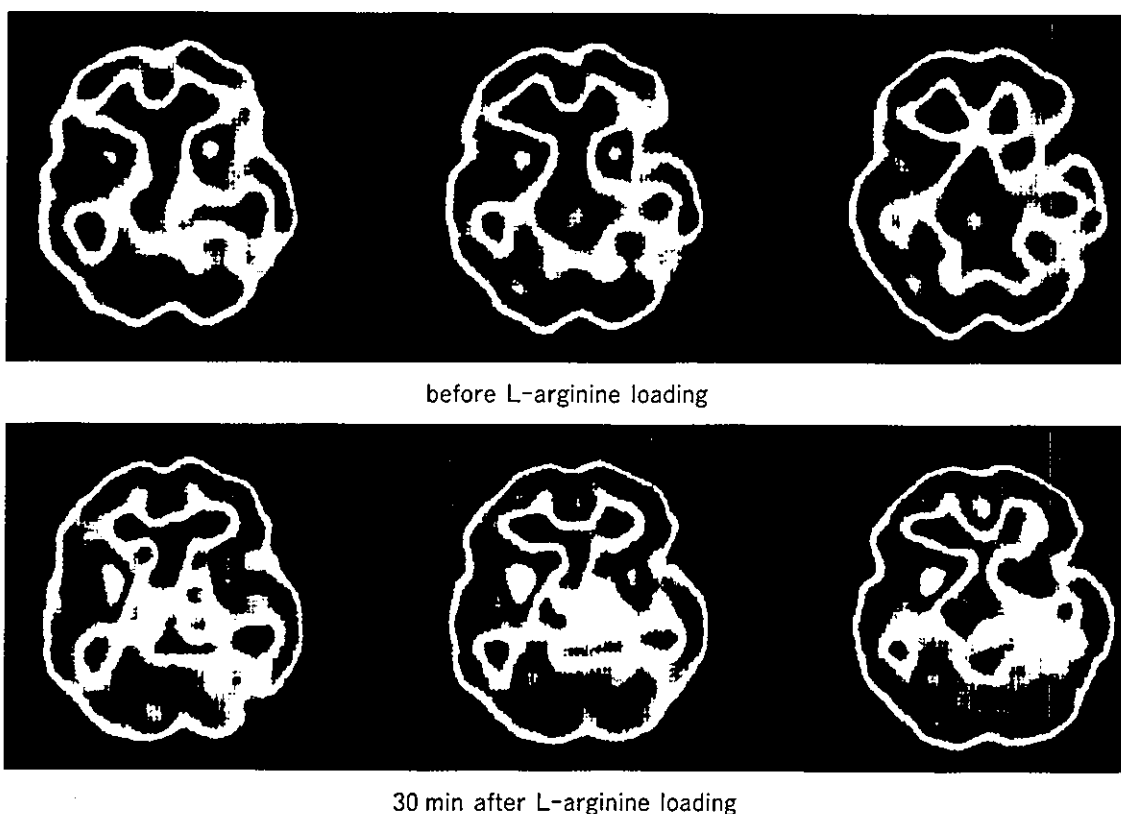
L-アルギニン投与前後の SPECT 画像
